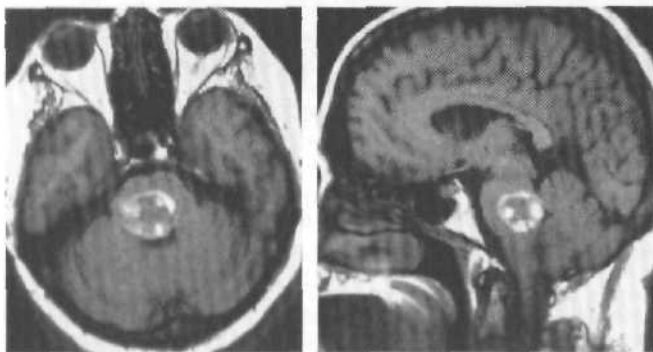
Метастаз меланомы в области моста мозга: МРТ (T_1 -режим) после введения контраста — кольцевидное накопление контраста.
